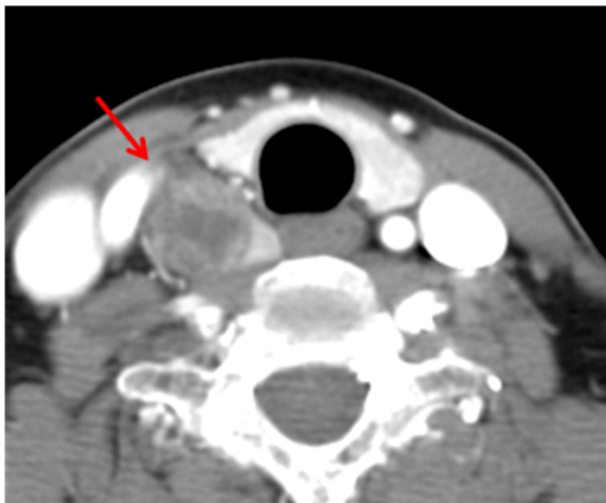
Neck computed tomography demonstrates non-enhanced parathyroid mass (2.7×2.0 cm sized) below the posterior portion of right thyroid gland that has extended to the inferior portion of thoracic inlet and marginal irregularity. There is no lymph node enlargement.
